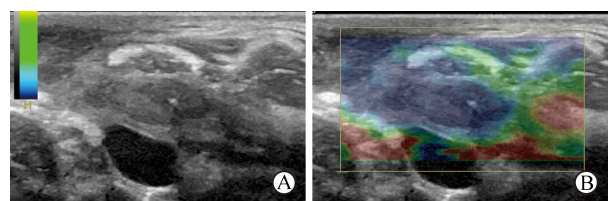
II型CTL病灶的常规超声表现和弹性成像
